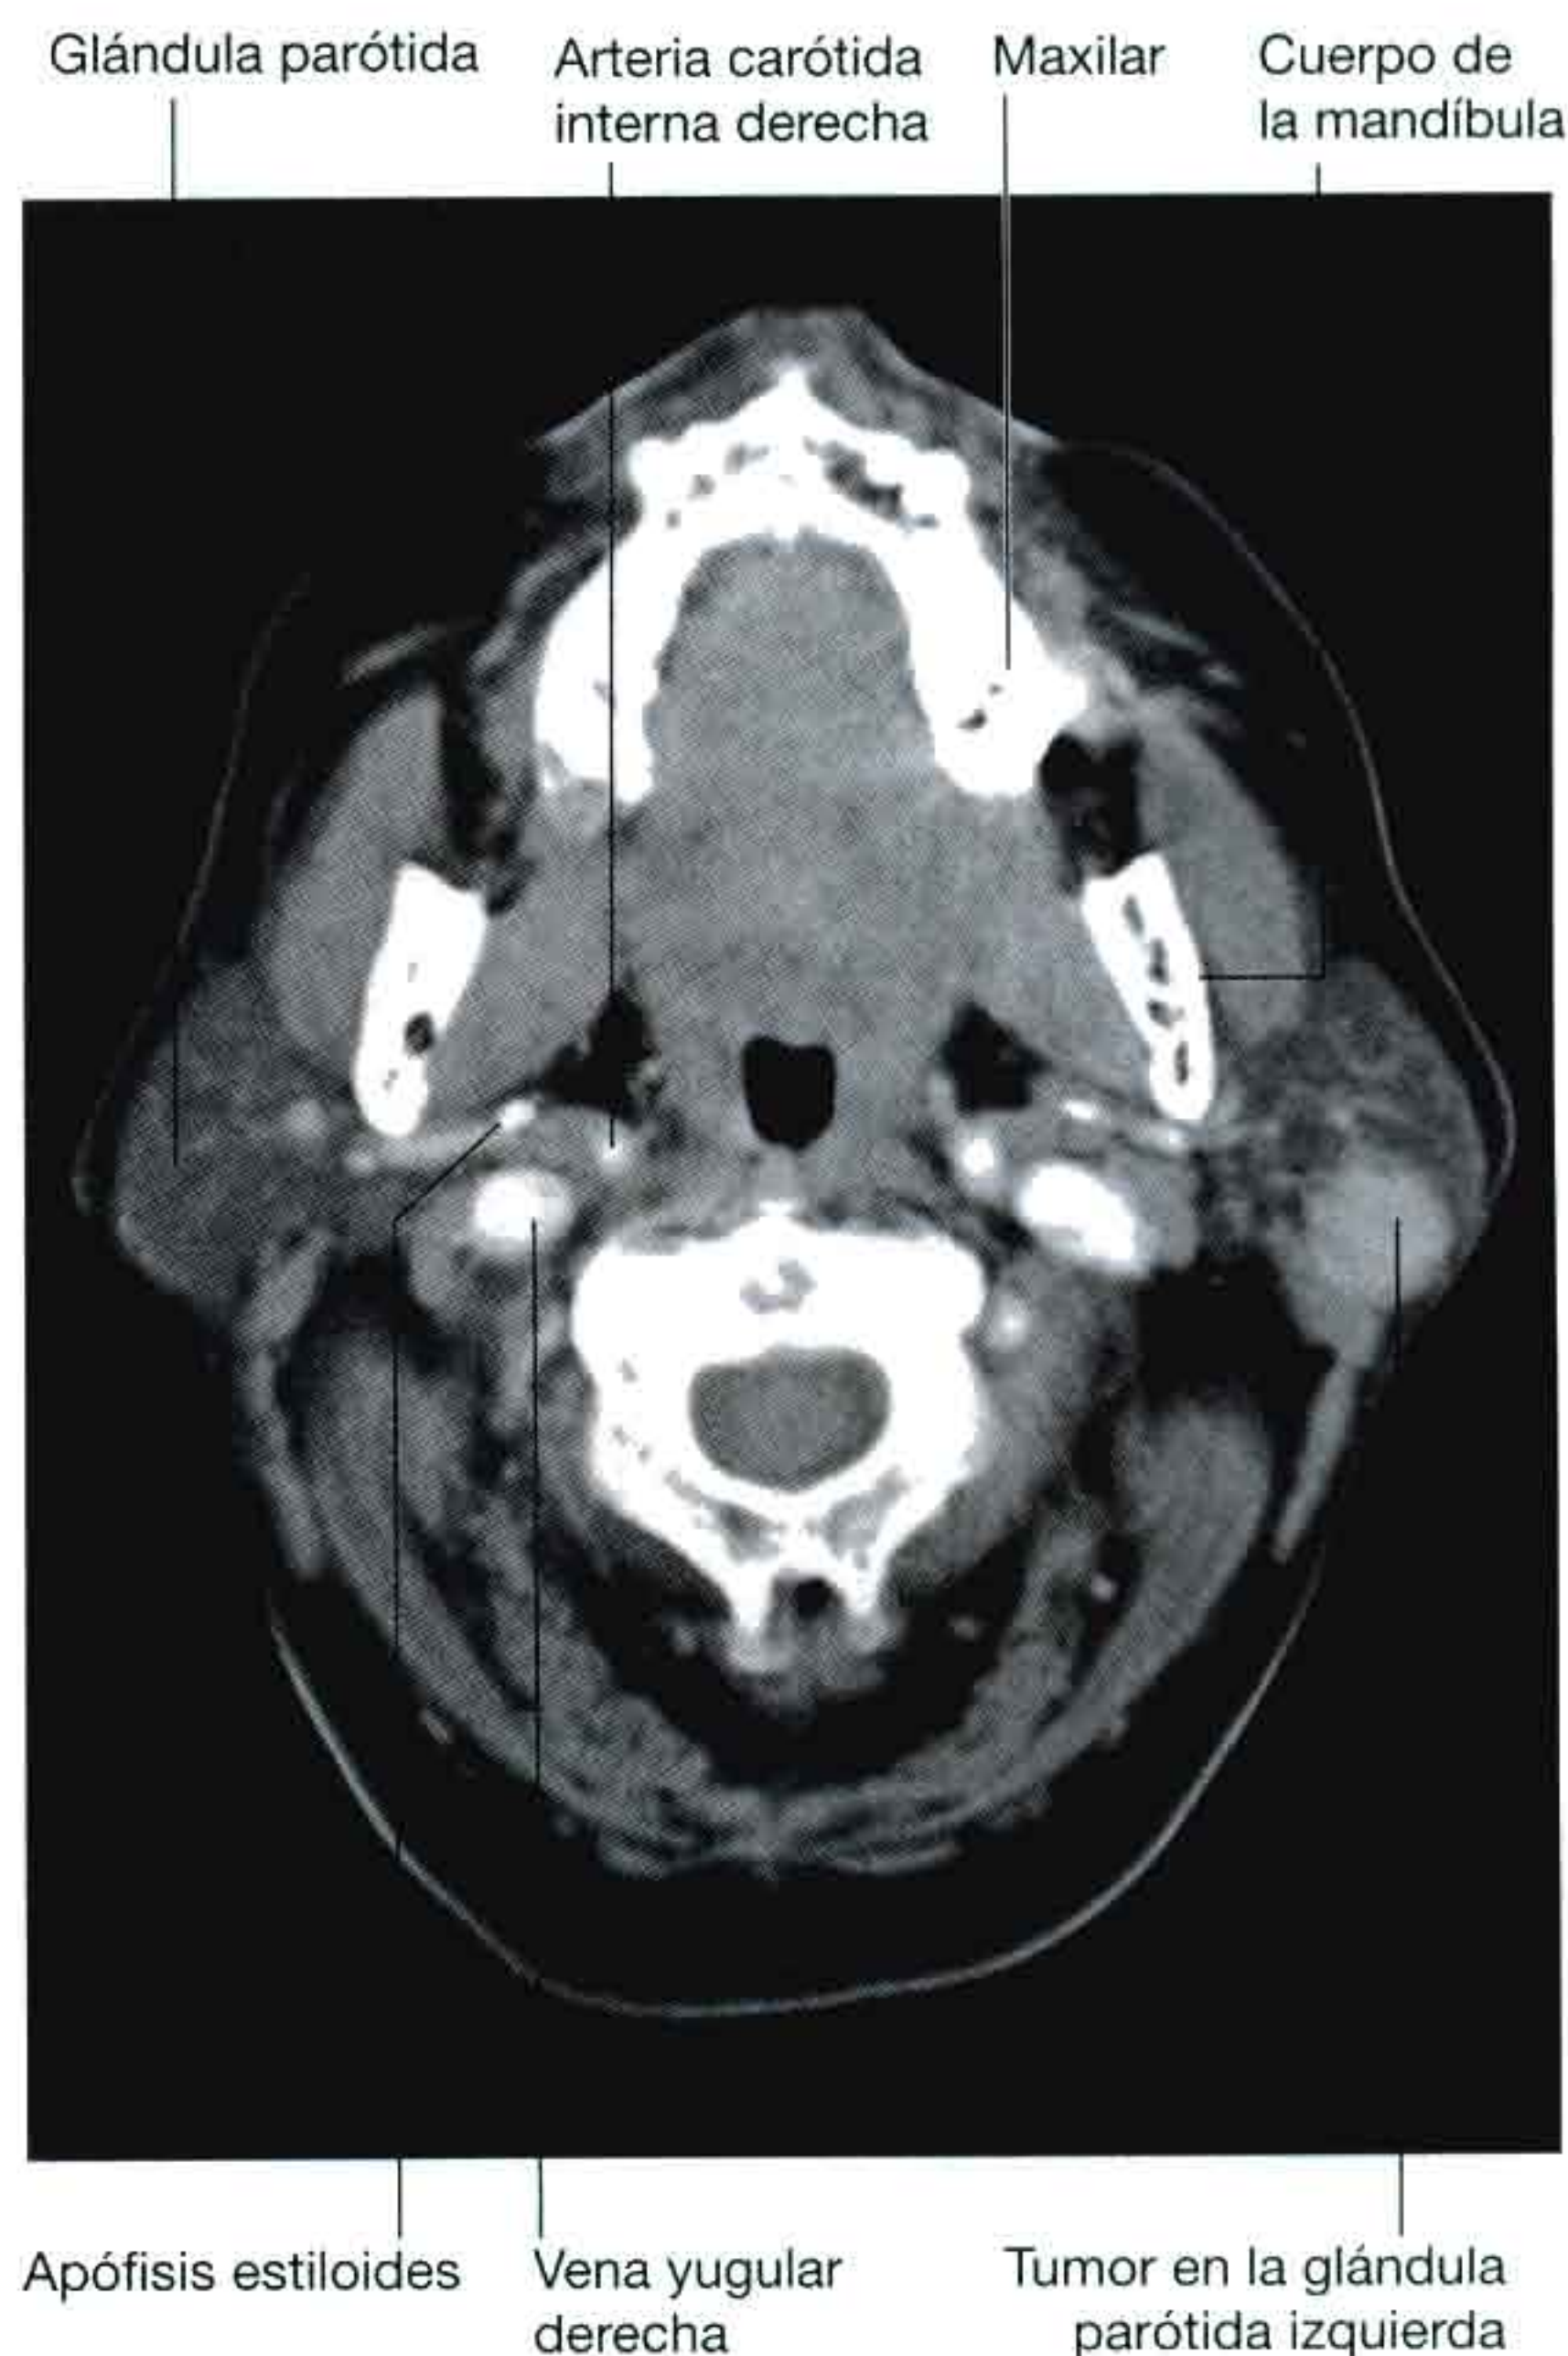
Tumor de la glándula parótida. TC axial.
